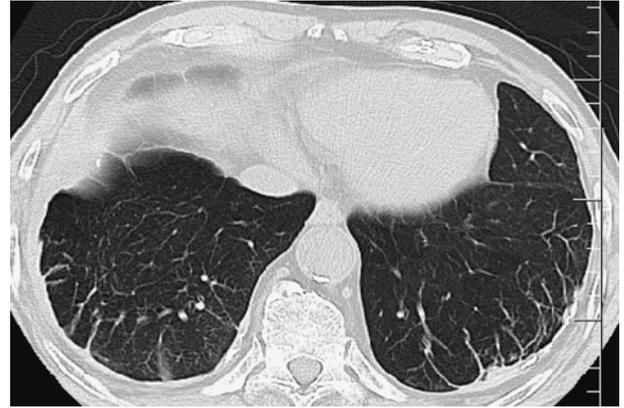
平成X-4年 胸部CT 肺野条件で両側胸壁にcrow's feet signを認める。
